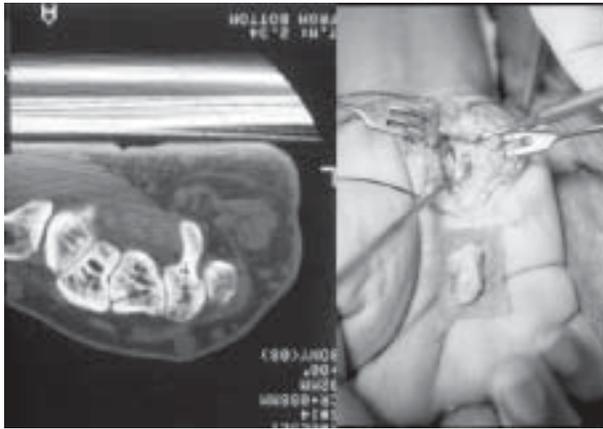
Fractura del gancho el hueso ganchoso en su base no visible en Rx propia para el túnel, pero sí en CT scan, fragmento distal móvil que comprimía el nervio cubital que ameritó extirpación del fragmento óseo, prácticamente en este caso todo el gancho del hueso ganchoso.
